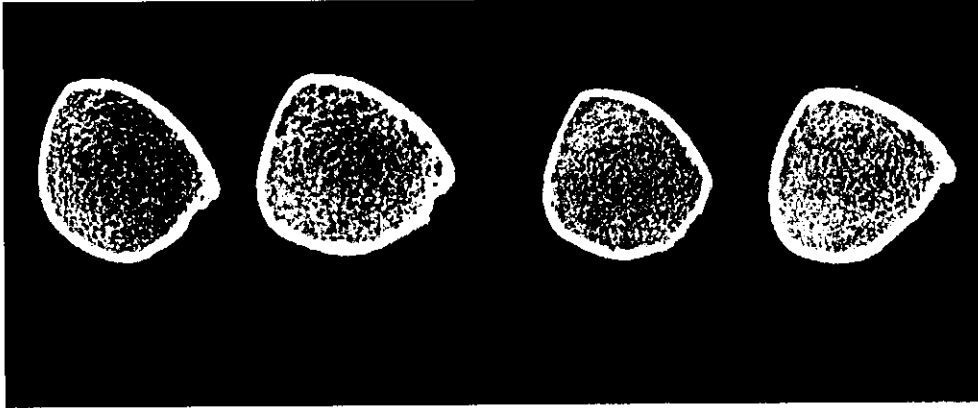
閉経前、閉経早期女性のバレーボール選手とコントロールの脛骨CT画像
